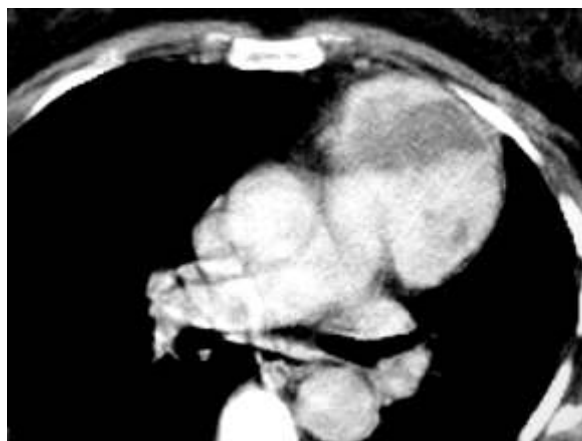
TC de tórax con contraste endovenoso: refuerzo heterogéneo y asimétrico
